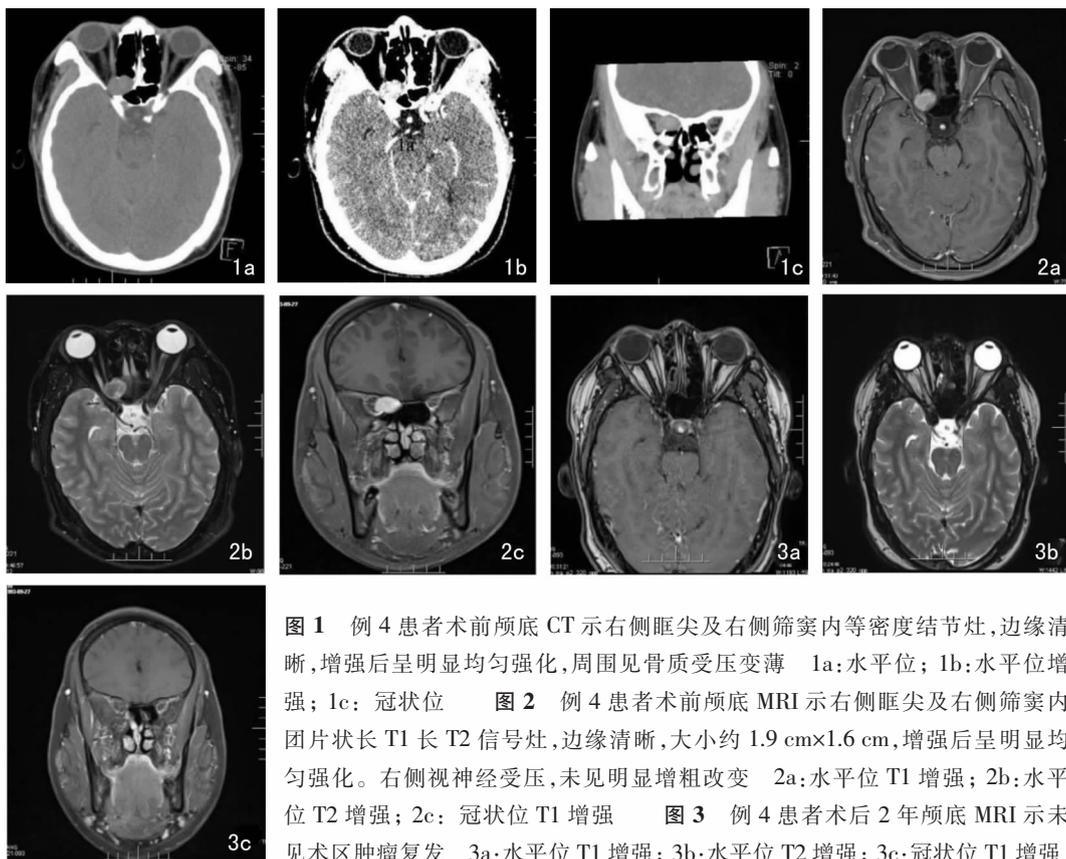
例4患者术前颅底CT示右侧眶尖及右侧筛窦内等密度结节灶,边缘清晰,增强后呈明显均匀强化,周围见骨质受压变薄 1a:水平位;1b:水平位增强;1c:冠状位 图2 例4患者术前颅底MRI示右侧眶尖及右侧筛窦内团片状长T1长T2信号灶,边缘清晰,大小约1.9 cm×1.6 cm,增强后呈明显均匀强化。右侧视神经受压,未见明显增粗改变 2a:水平位T1增强;2b:水平位T2增强;2c:冠状位T1增强 图3 例4患者术后2年颅底MRI示未见术区肿瘤复发 3a:水平位T1增强;3b:水平位T2增强;3c:冠状位T1增强
